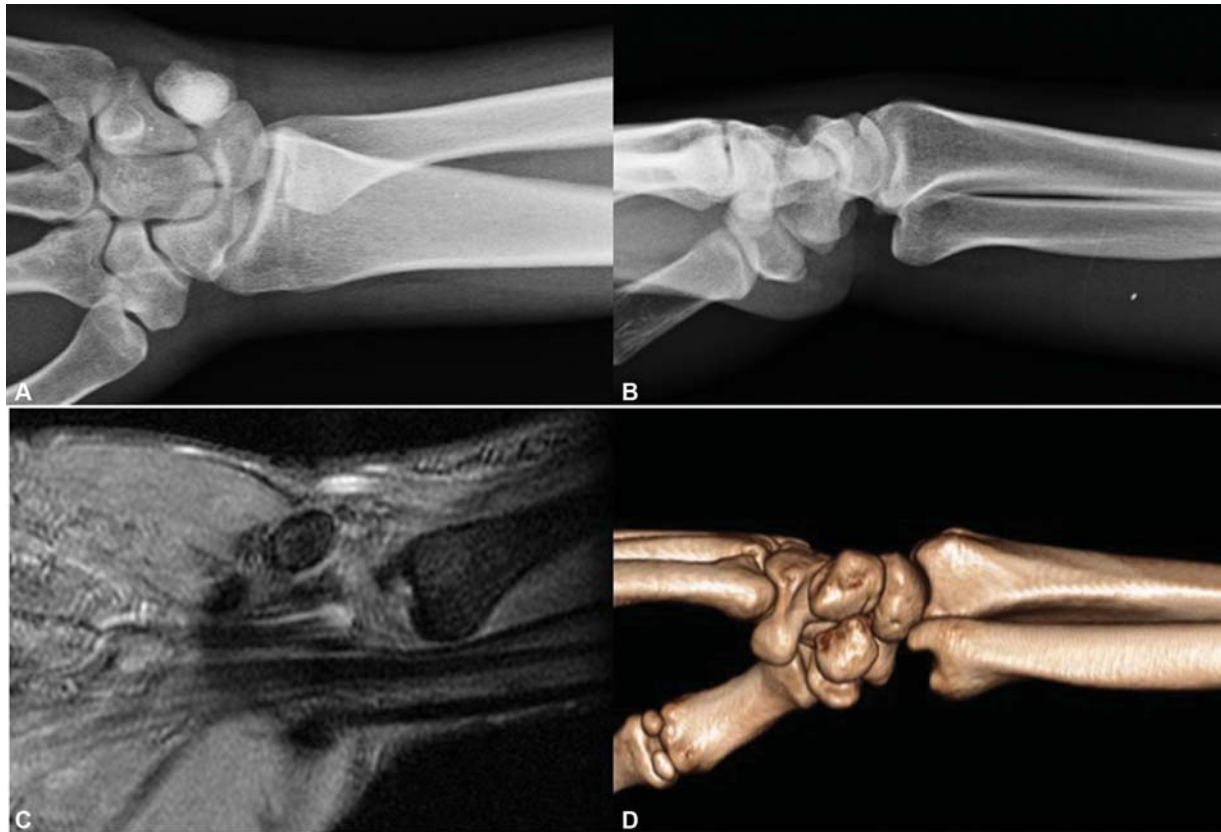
Luxación radiocubital distal. (A-B) Luxación volar de la cabeza del cúbito en radiografías anteroposterior y lateral. (C-D) Imágenes de resonancia magnética y tomografía axial computarizada.
